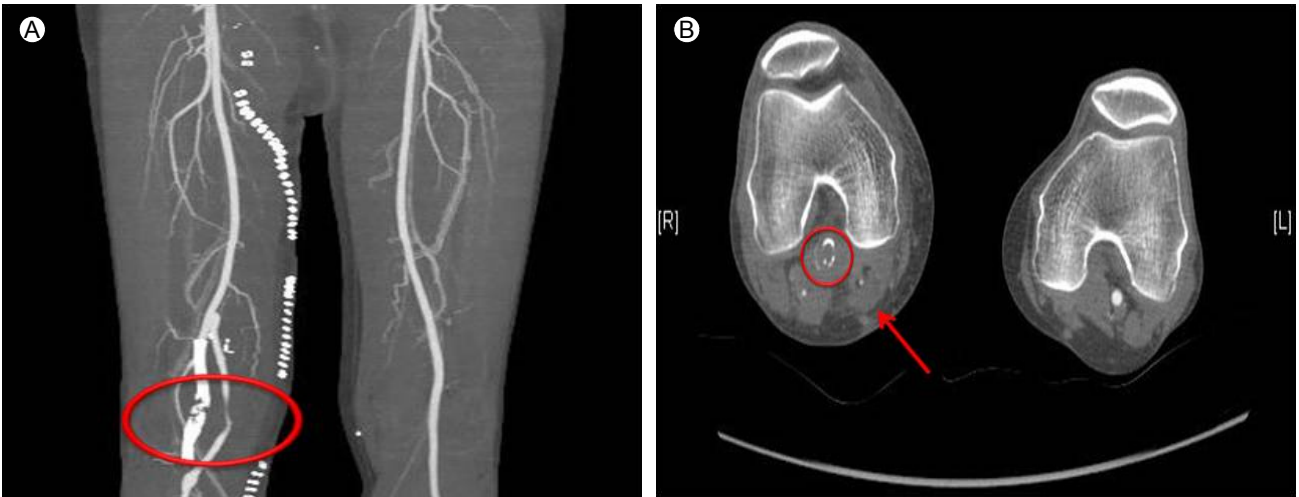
(A) Lower extremity CT shows stent fracture. (B) Lower extremity CT shows stent fracture (circle) and compressed saphenous vein graft (arrow) between the medial head of the right gastrocnemius muscle and the semimembranosus muscle.
